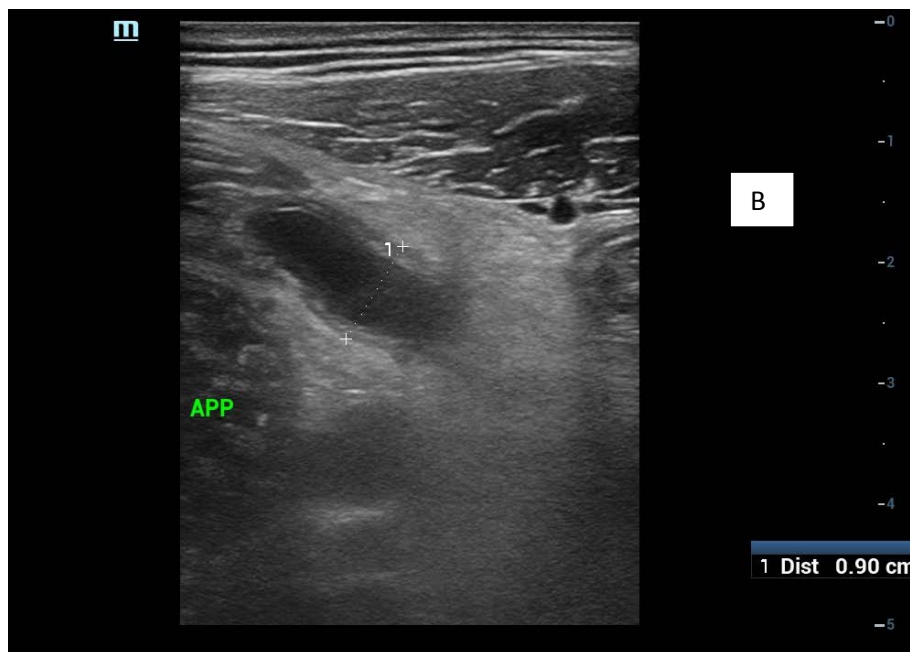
Images échographiques du service de radiologie de l'hôpital Hassan II montrant A : un diamètre appendiculaire transverse à la limite de la normale B : un diamètre appendiculaire transverse de 9mm avec mucocéle appendiculaire
